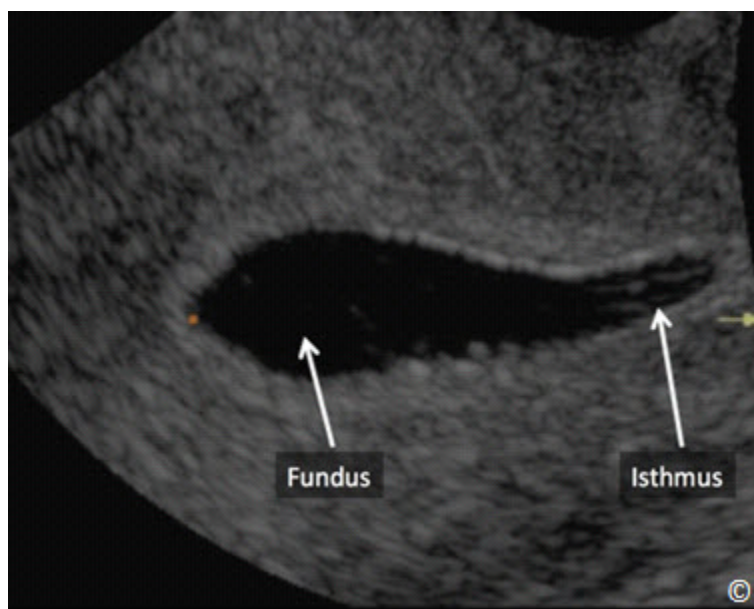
Histerosonografía de una cavidad endometrial normal, mostrando el fondo uterino y el istmo (etiquetado).
